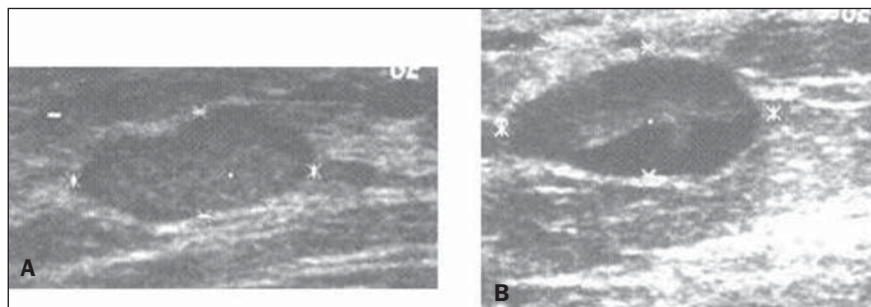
Ultrassonografias do carcinoma ductal infiltrante classificado como BI-RADS 3 (A) e do hematoma classificado como BI-RADS 4 (B).
